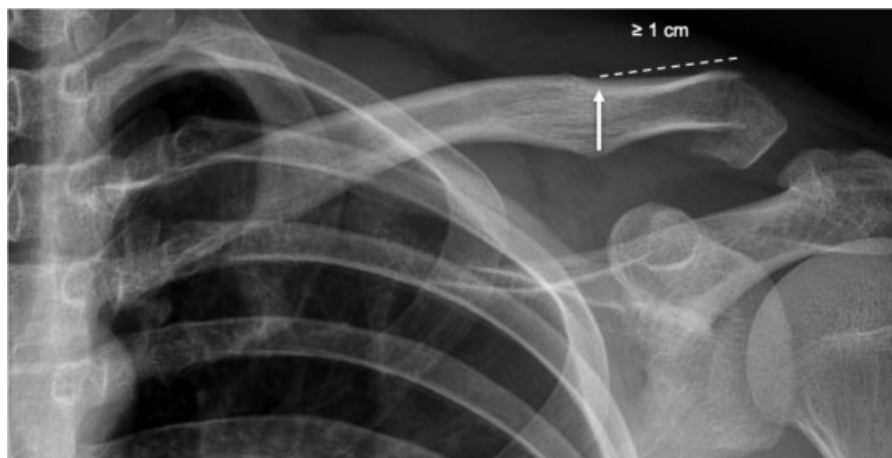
Criterio de “Cortical Superior Indemne (CSI).” Radiografía AP de clavícula donde se muestra una fractura de clavícula distal con rasgo a más de 1 cm hacia distal desde el tubérculo conoide.
